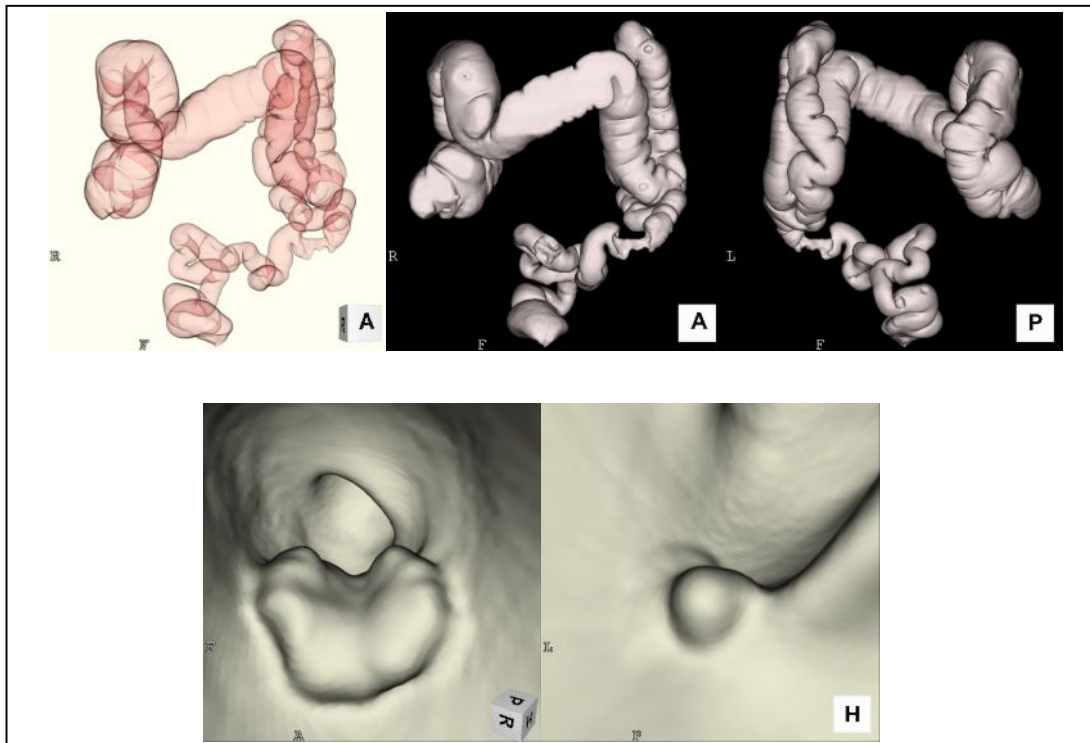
DCCT (double - contrast CT) imaging (upper three) and VC (virtual - colonoscopy) imaging (lower two) in CT-Colonography. (Source: Yamashita Hospital)
